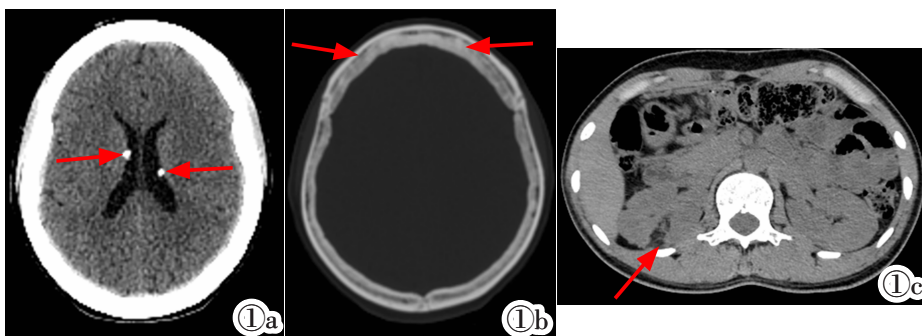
结节性硬化影像学表现。图1a:CT软组织窗提示双侧侧脑室室管膜下多发结节状致密影;图1b:CT骨窗提示额骨板障增厚且密度增高;图1c:CT软组织窗提示右肾实质内条片状脂肪密度影,上述改变临床可诊断为结节性硬化症。
